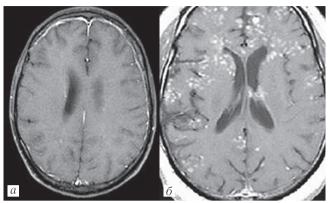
МРТ: a — криптококковый менингит; δ — СВИ
